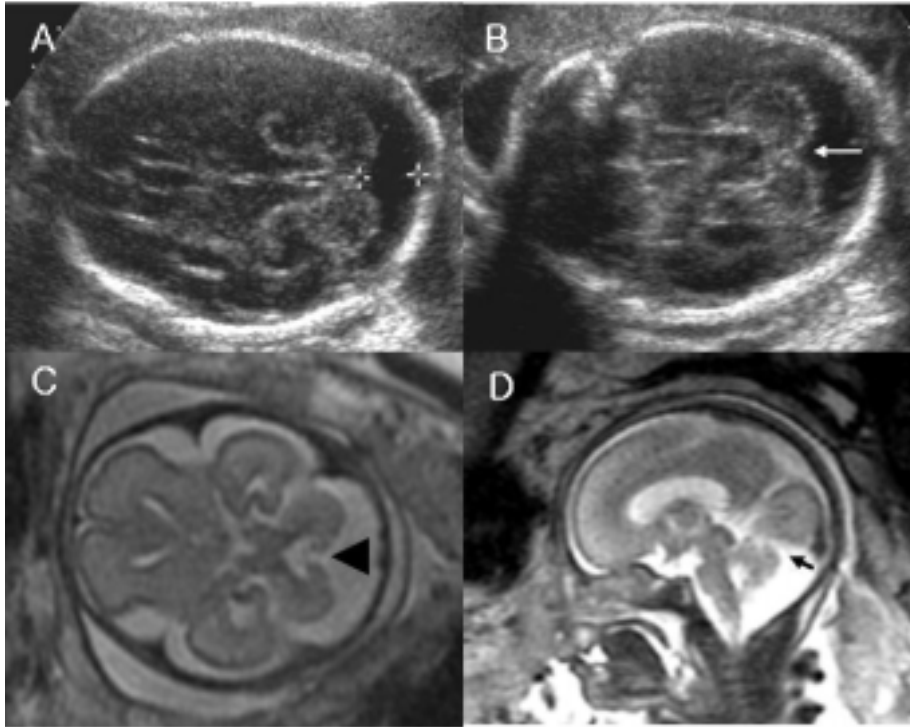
A case diagnosed as suspicious of Dandy-Walker variant by ultrasonography at 26 weeks' gestation due to enlarged cisterna magna (A) and hypoplastic cerebellar vermis (B). Transaxial magnetic resonance image shows direct communication between 4th ventricle and cisterna magna, black arrow head (C) and sagittal magnetic resonance image shows enlarged posterior fossa and cerebellar vermian defect, black arrow (D). This case was diagnosed as Dandy-Walker malformation by fetal MRI.
